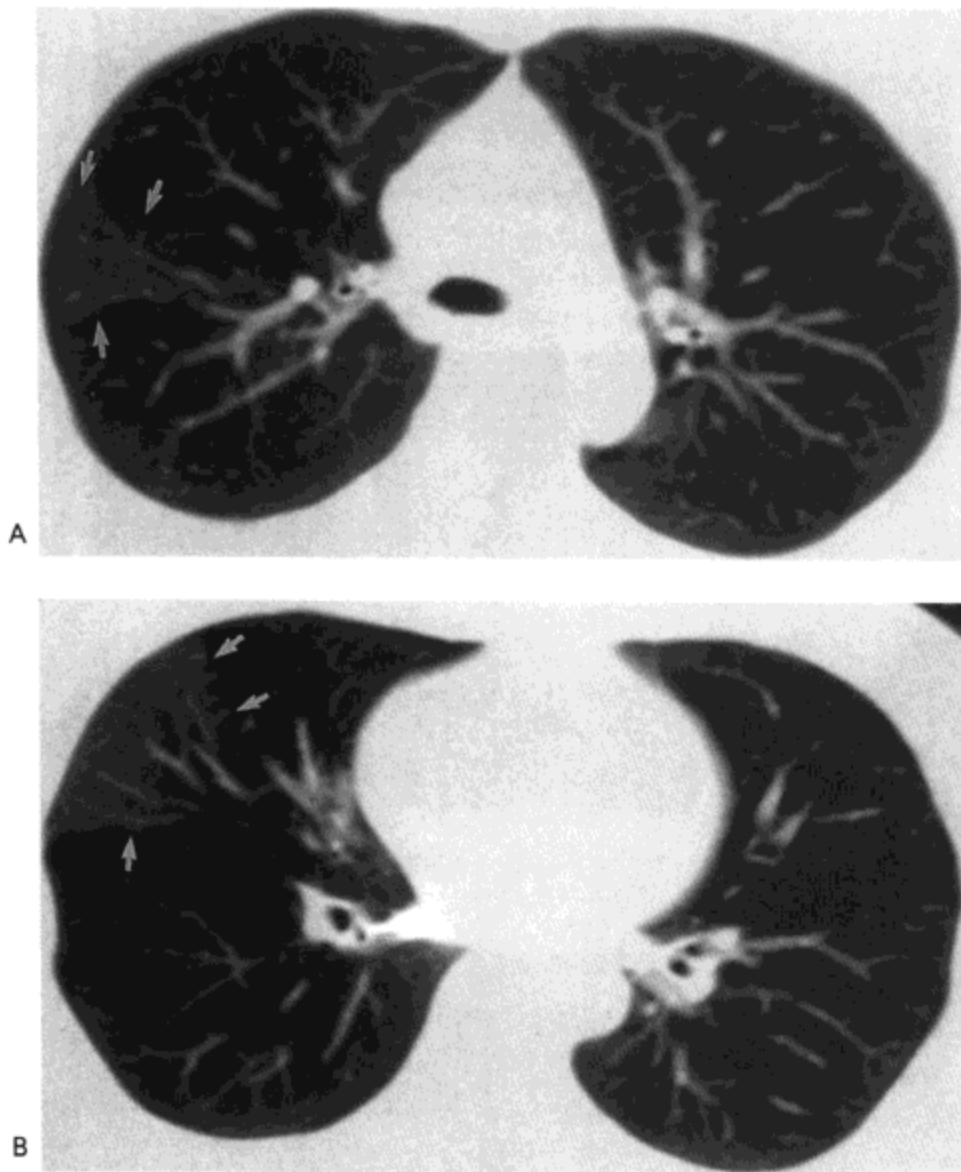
韦格纳肉芽肿病。主动脉弓水平(A)与下肺静脉水平(B)常规CT影像示右肺上叶与中叶节段性磨砂玻璃密度区(箭号)。病人为一49岁韦格纳肉芽肿病肺出血的女患者。
